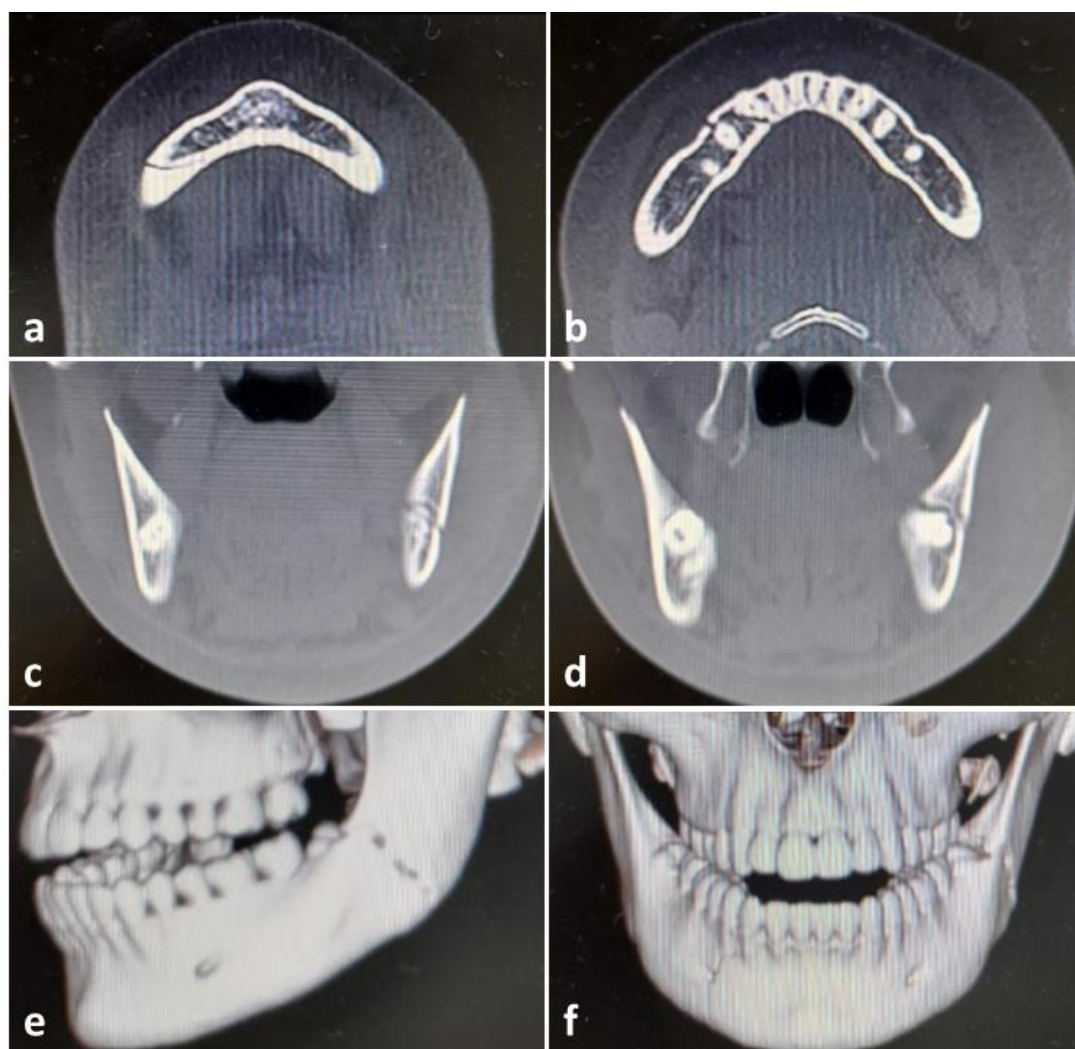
Tomografia Computadorizada Pré-Operatória: a) Corte axial ilustrando a fratura em parassínfise direita na base da mandíbula; b) Corte axial ilustrando a fratura em parassínfise direita; c) Corte coronal ilustrando a fratura em ângulo mandibular esquerdo; d) Corte coronal ilustrando a fratura em ângulo mandibular esquerdo e dente 38; e) Reconstrução 3D ilustrando a fratura em ângulo mandibular; f) Reconstrução 3D ilustrando ambas as fraturas em visão frontal.
